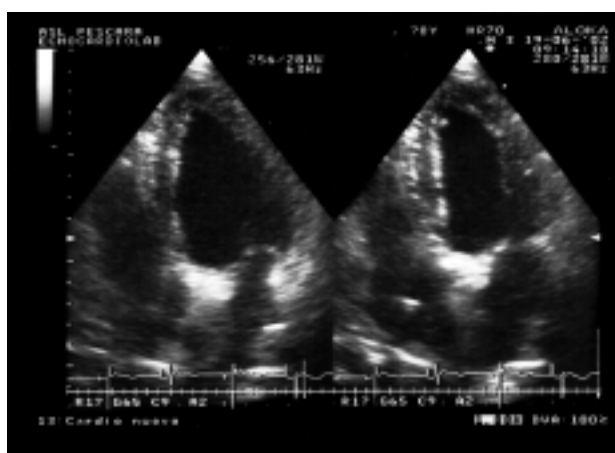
Controllo ecocardiografico a 2 anni dall'impianto del device: immagine diastolica (a sinistra) e sistolica (a destra) del ventricolo sinistro. Le dimensioni ventricolari appaiono nettamente ridotte rispetto a quelle della figura 3.
